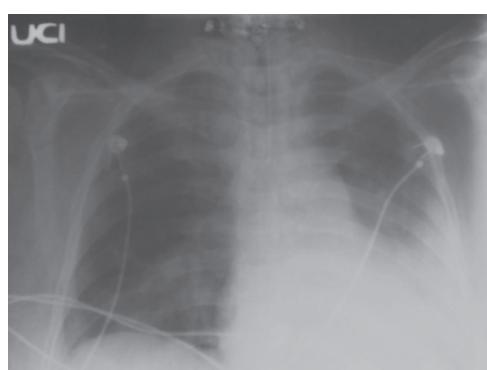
Radiografía de tórax, evolución radiológica.
